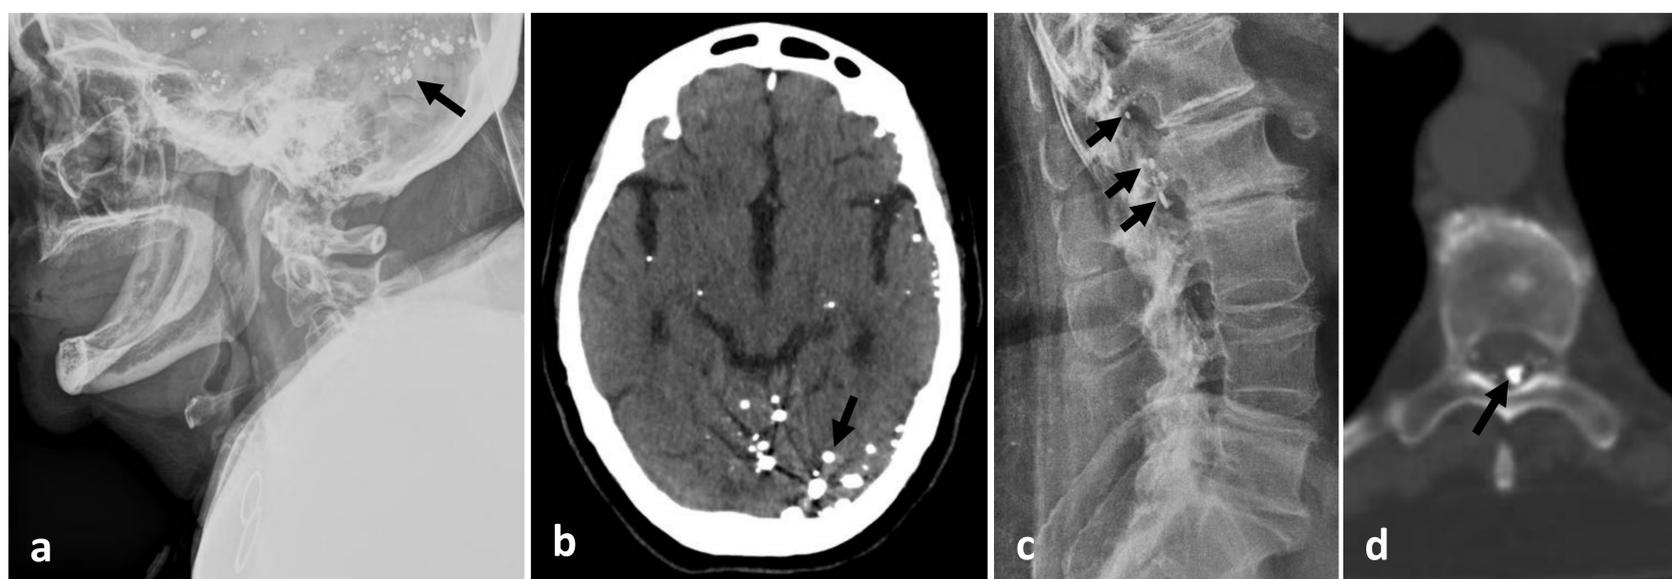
(a) RX de columna cervical, lateral. (b) TC craneal, axial. Material de alta atenuación supra e infratentorial en el espacio subaracnoideo, correspondiente a restos de contraste liposoluble. (c) RX de columna lumbar lateral. (d) TC columna torácica, ventana de hueso, axial, donde se observa el mismo hallazgo (*flechas*).
